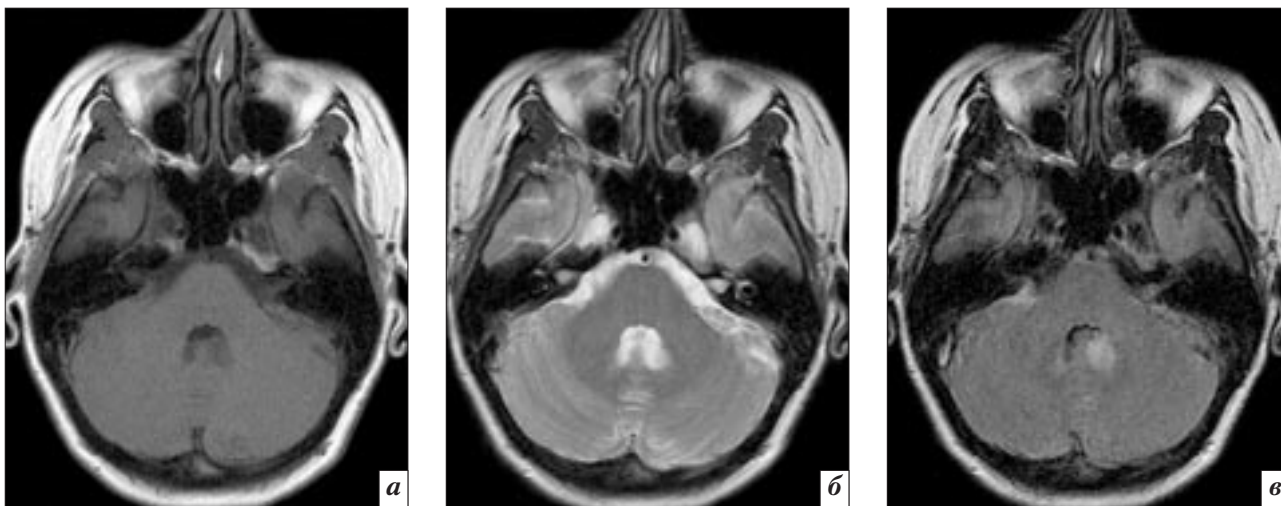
Очаговое изменение белого вещества в области IV желудочка в режимах T1-ВИ (а), T2-ВИ (б) и FLAIR (в).
